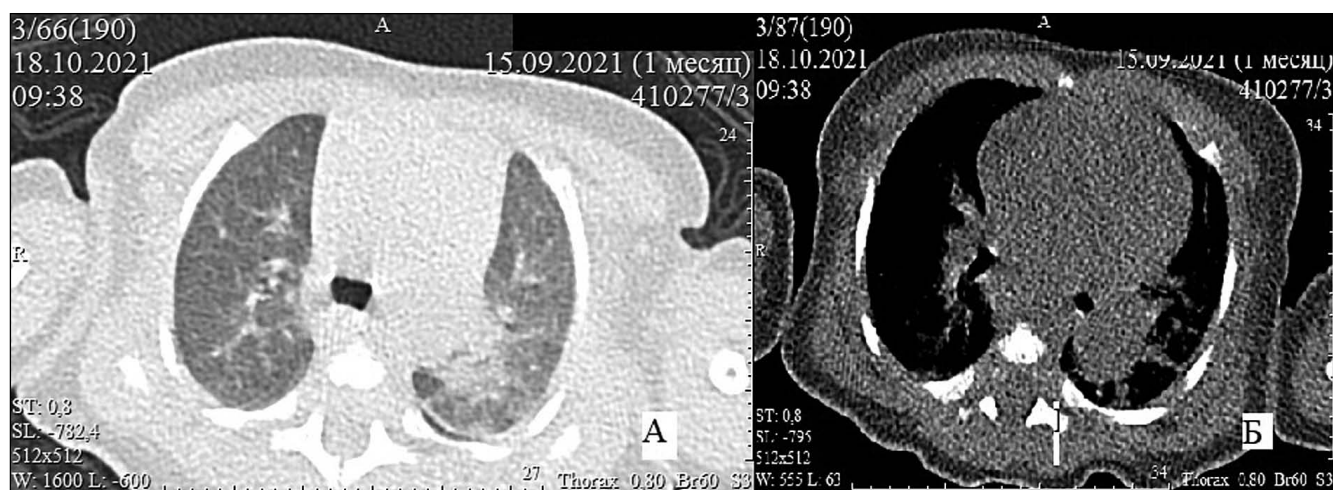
Рентгеновская компьютерная томография легких пациента в возрасте 1 мес. (до лечения). А – участок уплотнения в S6 левого легкого. Б – расширение корня левого легкого гиперплазированными лимфатическими узлами.
